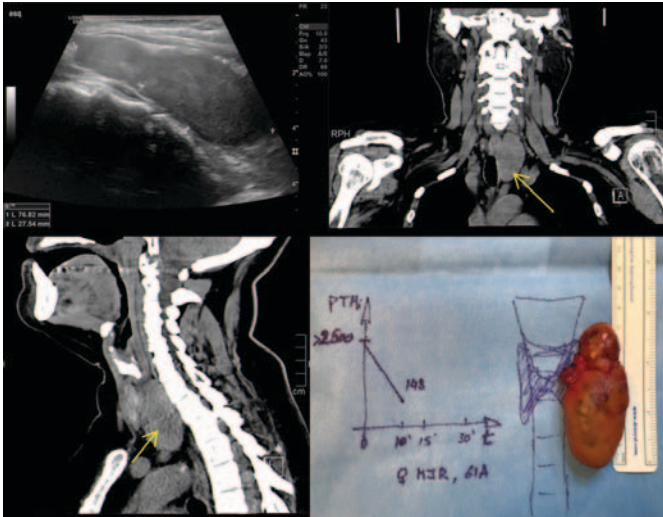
Caso 9: Mulher de 61 anos, insuficiente renal, com volumoso adenoma paratiroideu esquerdo identificado em ecografia. Devido às dimensões da lesão (75x32x20 mm), foi realizada TC de forma complementar para melhor caracterização dos limites da lesão.
